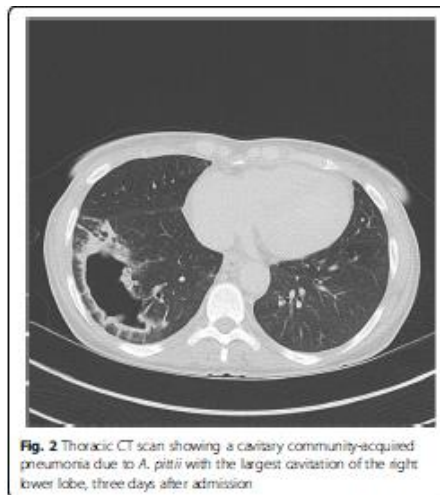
Thoracic CT scan showing a cavitory community-acquired pneumonia due to *A. pittii* with the largest cavitation of the right lower lobe, three days after admission
